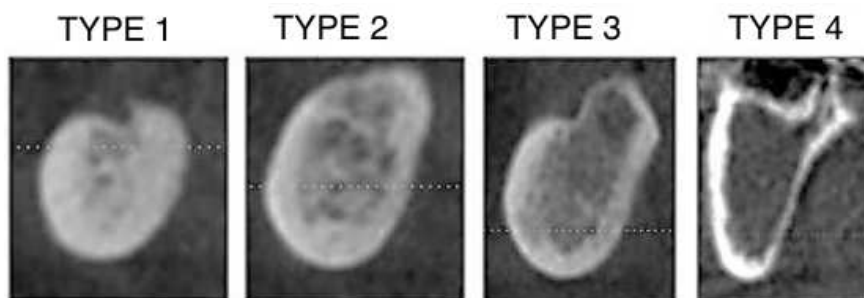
Photos radiographique de la classification de Lekholm et Zarb(41)
